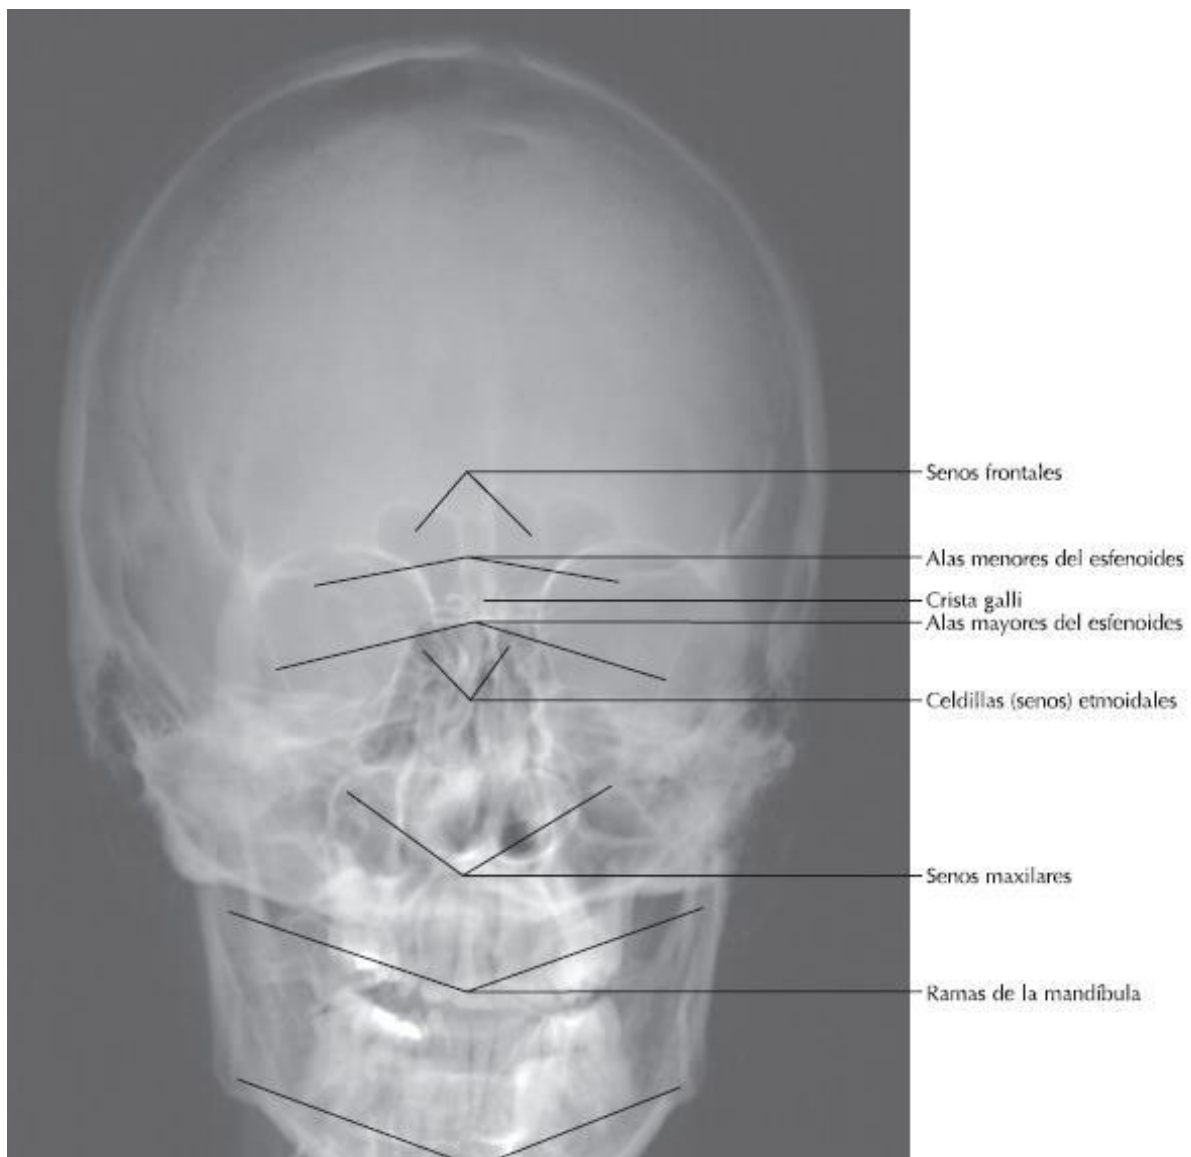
Radiografía anteroposterior de cráneo. Los senos paranasales se observan como zonas radiolúcidas anexas a la cavidad nasal. Netter F. Atlas de anatomía humana. (5ta edición). Elsevier. Lámina 5.
